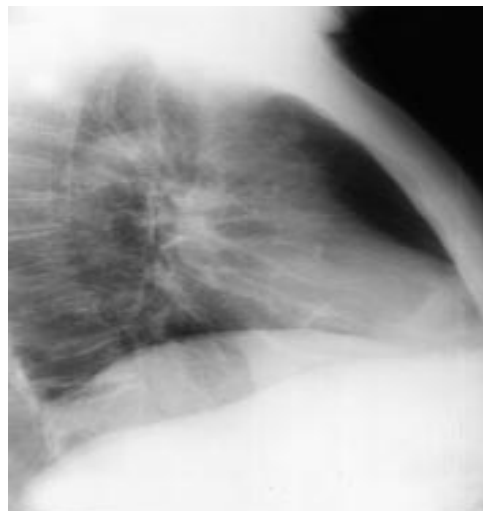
Radiographie thoracique d'un silicotique de 65 ans. De face (A) et de profil (B) montrant une micronodulation diffuse bilatérale à prédominance postérieure.
